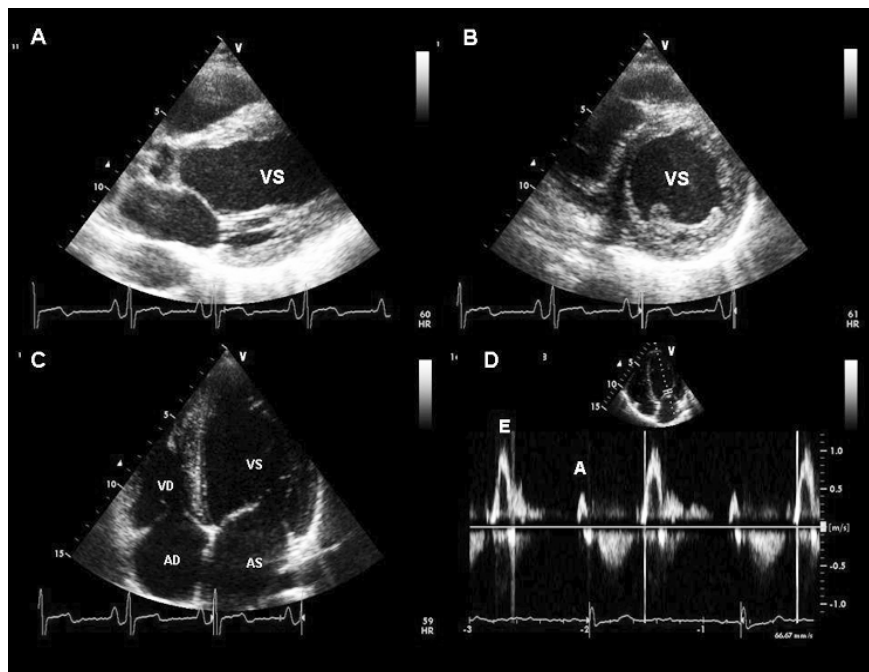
Cuore d'atleta di resistenza. Sezione parasternale asse lungo (A) ed asse corto (B), apicale 4 camere (C) e flussimetria Doppler transmitralica (D). Si noti la presenza di ipertrofia ventricolare sinistra di tipo eccentrico, con aumento dei diametri cavitari prevalente su quello degli spessori di parete, e l'esplosiva fase di riempimento protodiastolico, con rapporto E/A >2.
